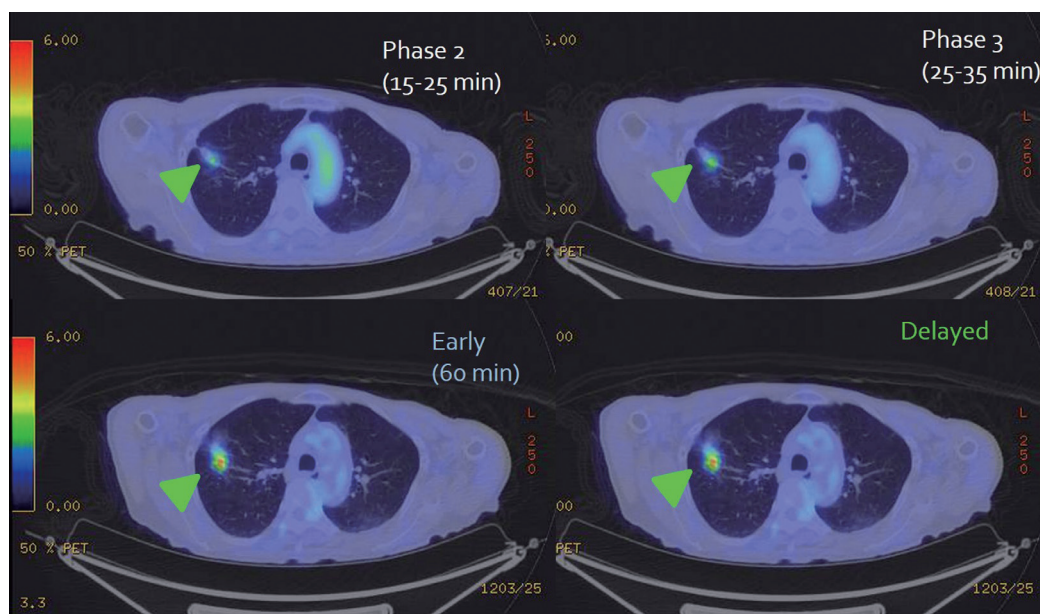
肺癌のダイナミック相, 早期相, 後期相のPET/CT像
